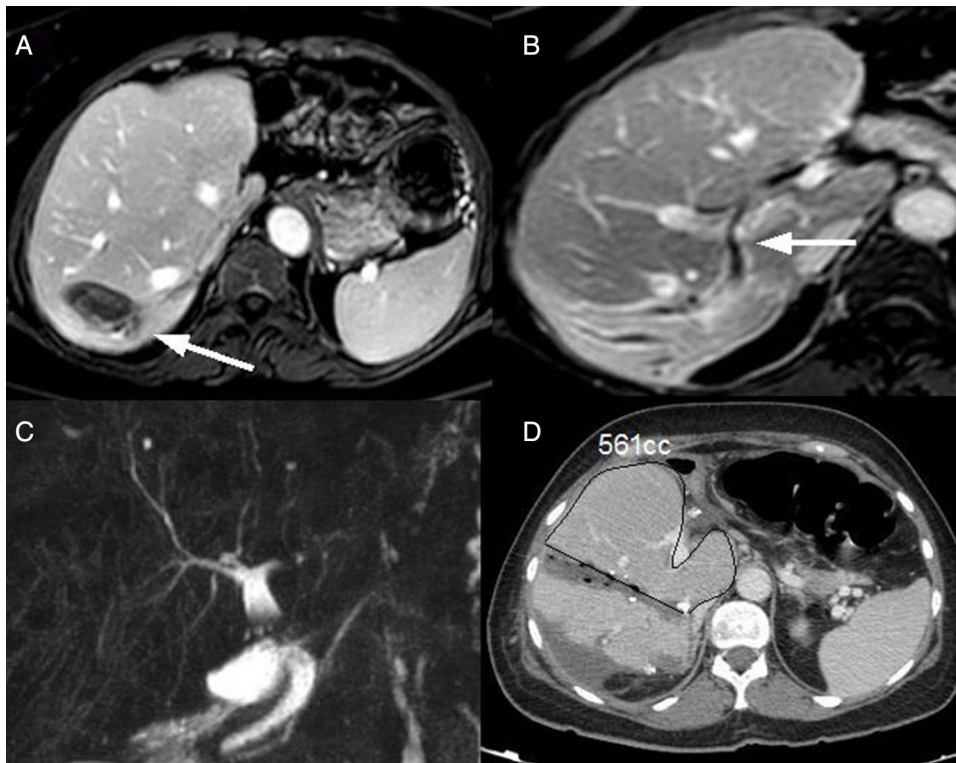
A) Metástasis segmento 7. B) Infiltración de conducto biliar posterior derecho (flecha indica límite de infiltración a 21 mm de conducto anterior). C) Colangio-RMN sin dilatación ni estenosis. D) TAC-volumetría en 7.º DPO de 1.º tiempo.
